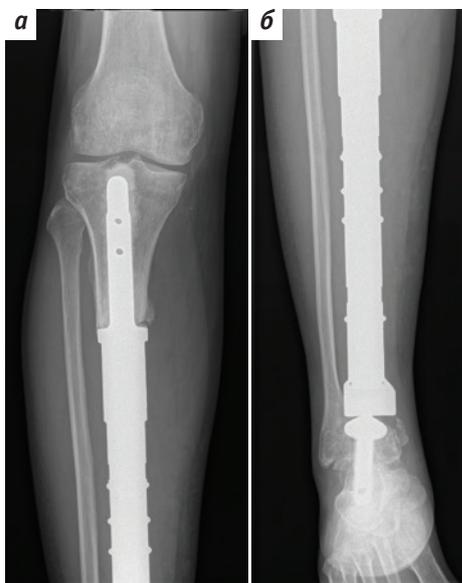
Рентгенограмма после удаления рецидива опухоли: а – прямая проекция; б – боковая проекция
